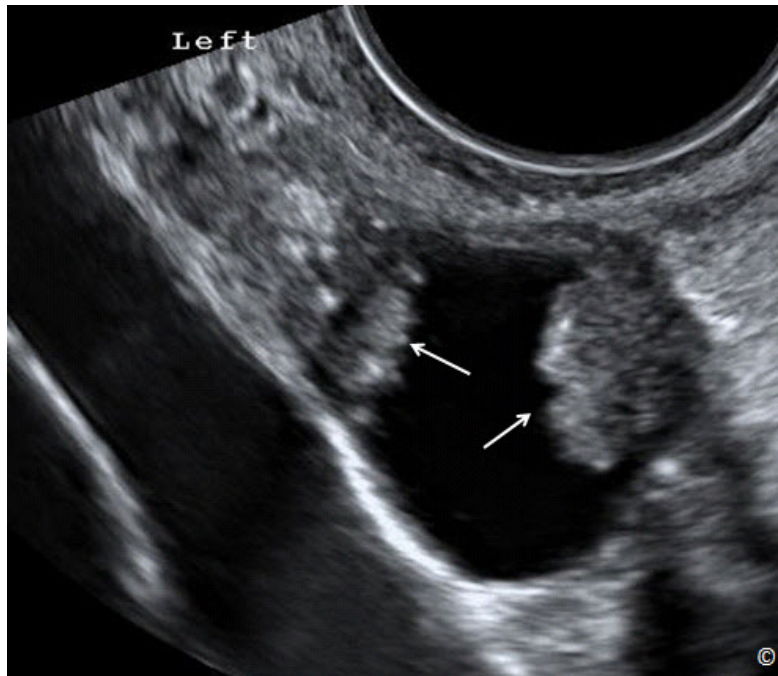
Ultrasonido transvaginal de una masa anexal izquierda. Obsérvese la presencia de proyecciones papilares (flechas), que pueden sugerir la presencia de malignidad y por lo tanto requiere ser referido a un sonografista experimentado.
